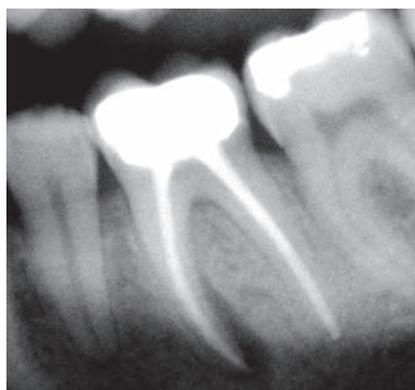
Röntgenologisch deutlich vergrößerte Aufhellung mit klinisch druckdolenter vestibulärer Knochenaufreibung im Juni 2002
